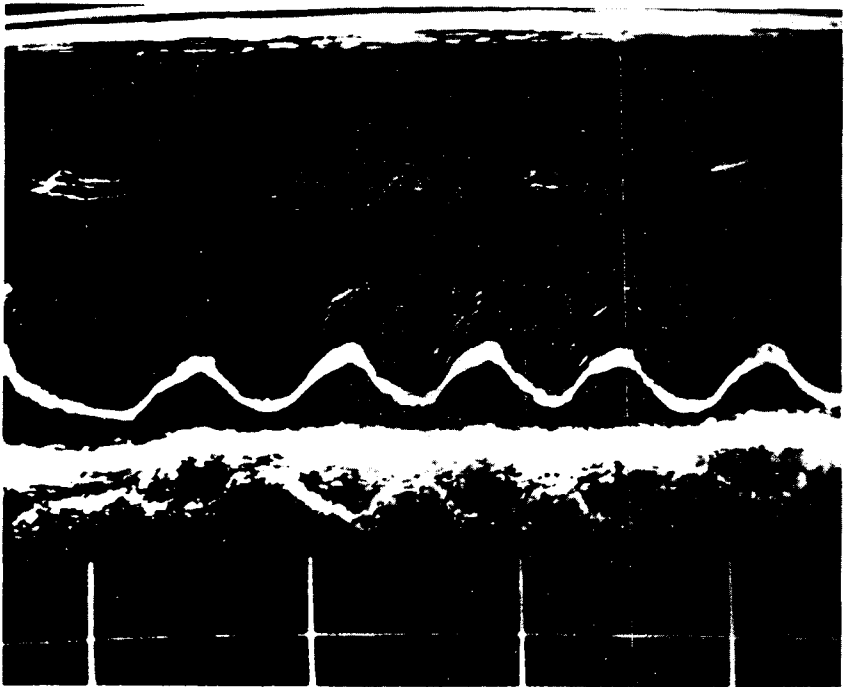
Экссудативный перикардит. Эхокардиограмма.
